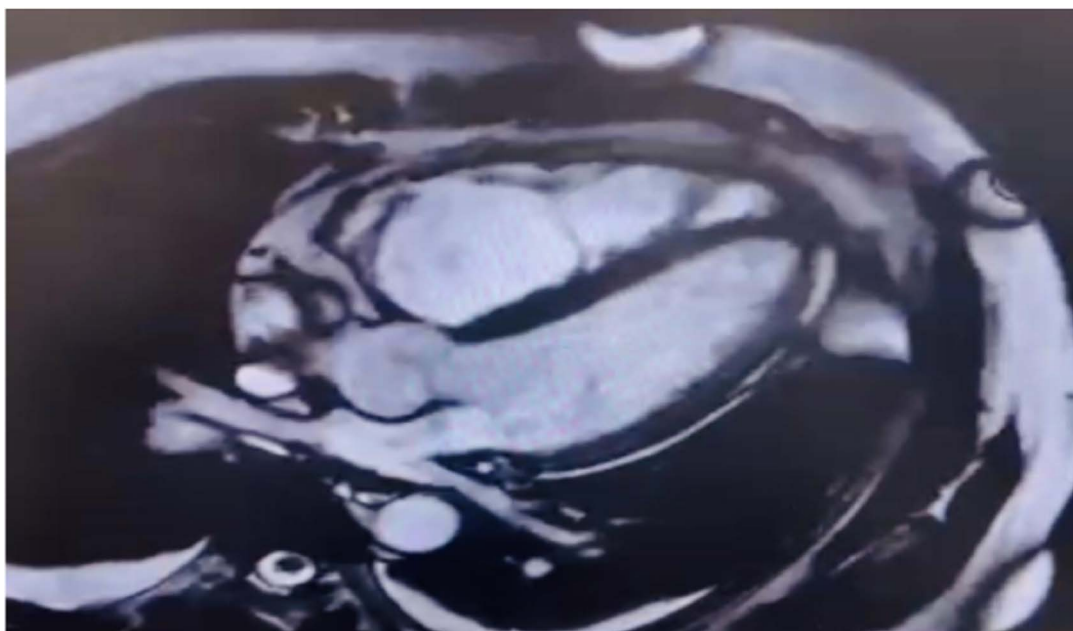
Resonancia magnética cardíaca que muestra el ventrículo derecho trabeculado
